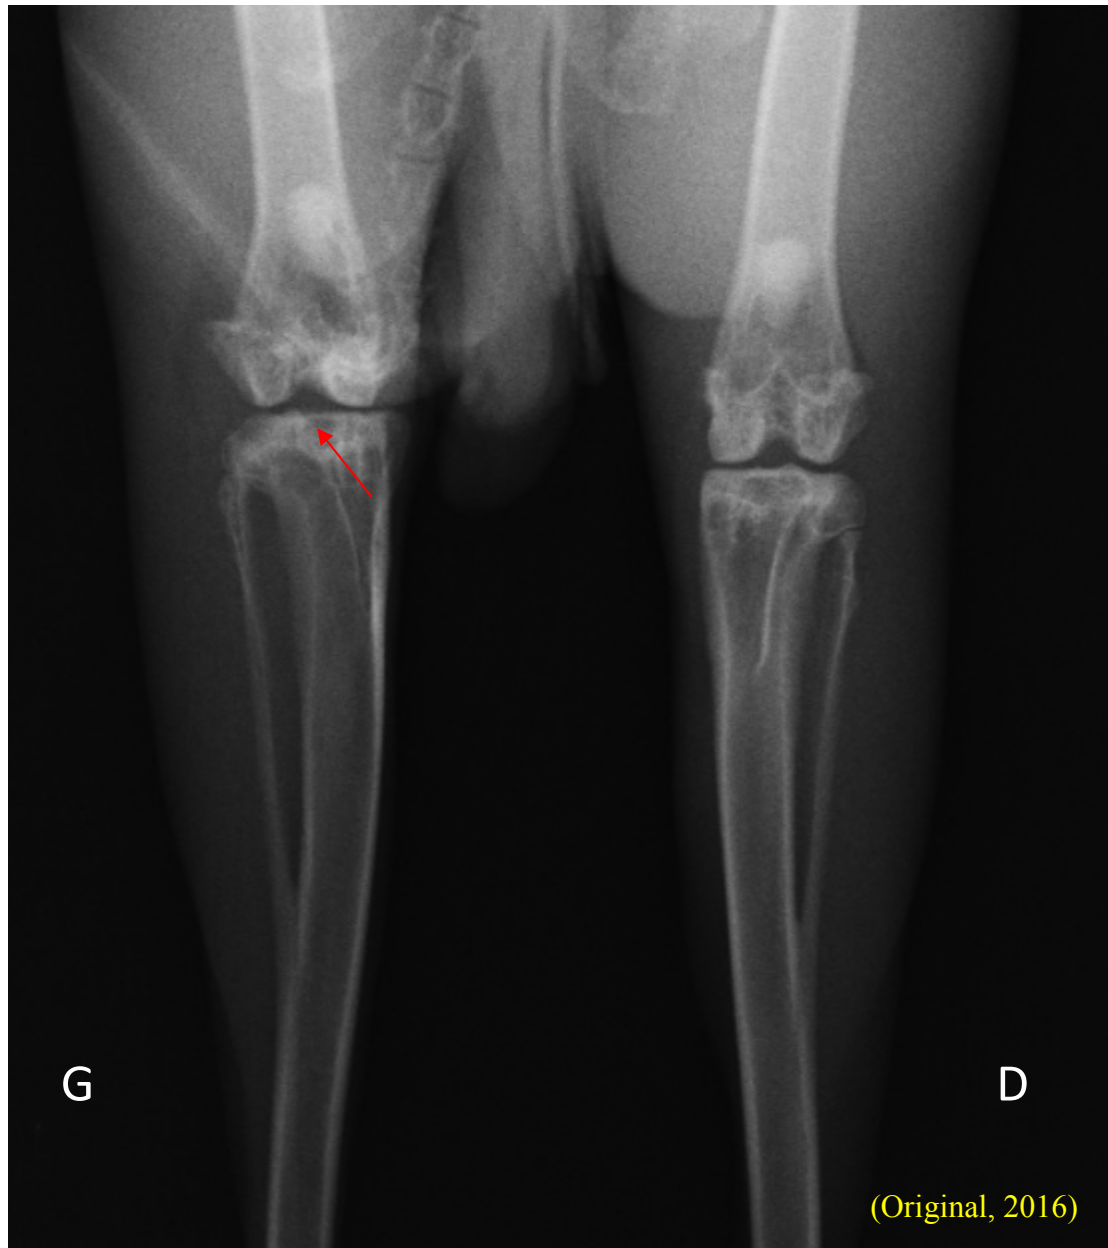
Radiographie montrant les articulations de lapin du lot 6 au 90^{ème} jour de l'expérimentation après induction de l'arthrite par *Propionibacterium acnes* au niveau du genou gauche et traité par antibiothérapie du 30^{ème} jour jusqu'au 60^{ème} jour puis traité par Tocilizumab du 60^{ème} jusqu'au 90^{ème} jour (le genou droit est sain)
